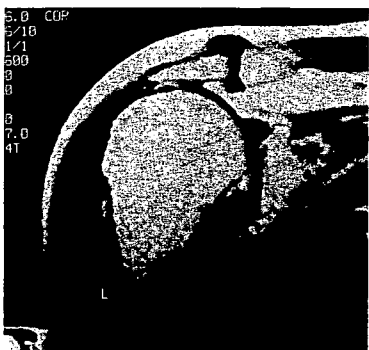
B. 例2の術前MRI-T2強調像: 冠状断像
